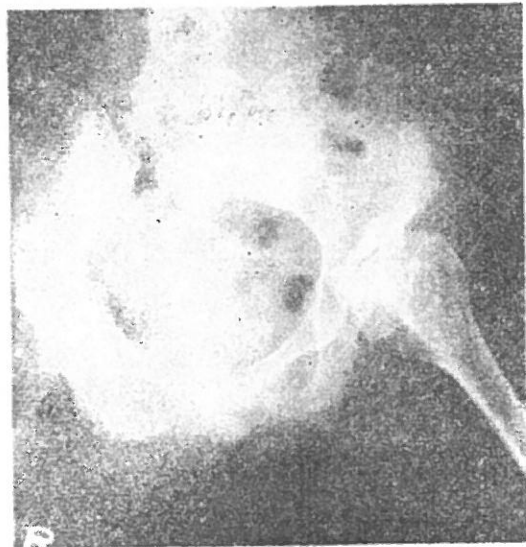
The same patient of Fig. 3-a. The X-ray film was taken on the same day.
